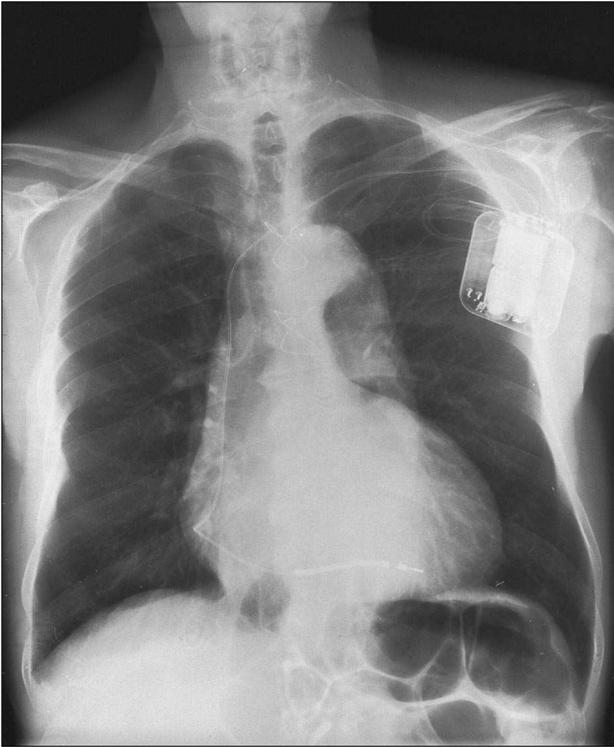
Radiografía posteroanterior de tórax en un paciente portador de un desfibrilador ventricular implantable.
